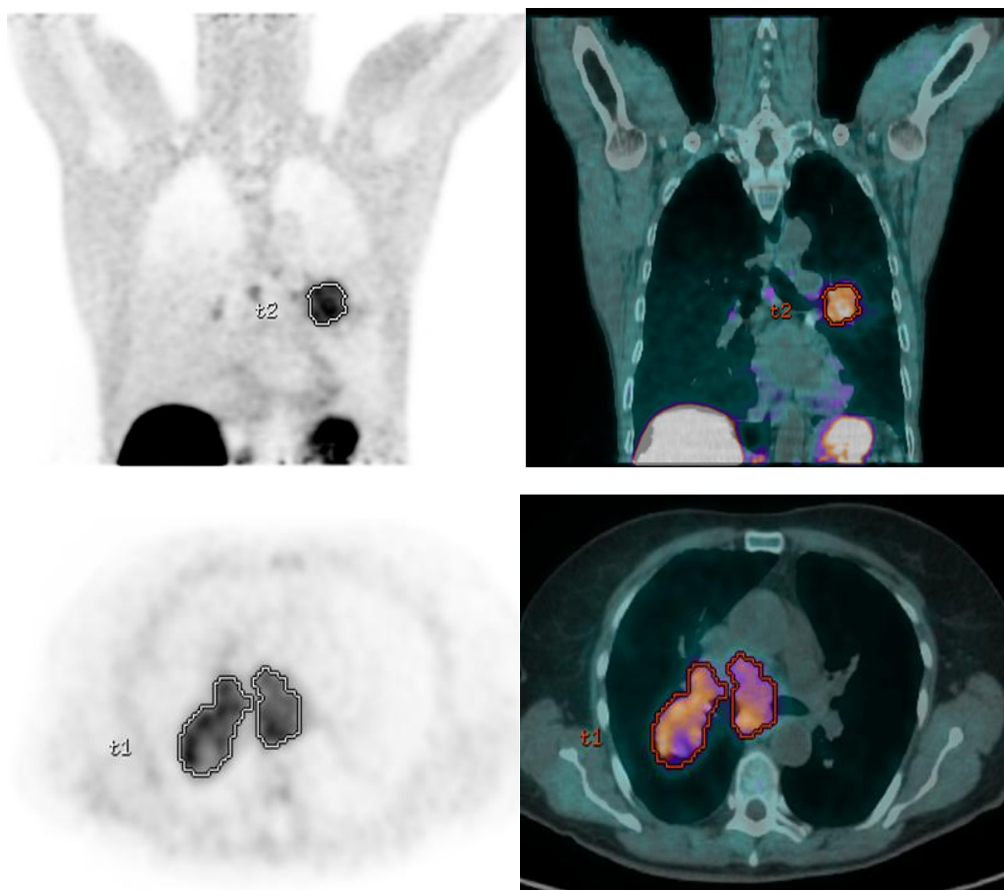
Immagini di confronto tra due pazienti con NSCLC esaminati alla ^{64}Cu -ATSM PET/TC che hanno evidenziato una netta differenza in termini prognostici; il paziente nelle immagini sopra ha poi ottenuto una risposta completa (PFS 13.1 mesi), mentre il paziente sotto è andato in progressione precoce ed è morto dopo pochi mesi (PFS 3.1 mesi).
